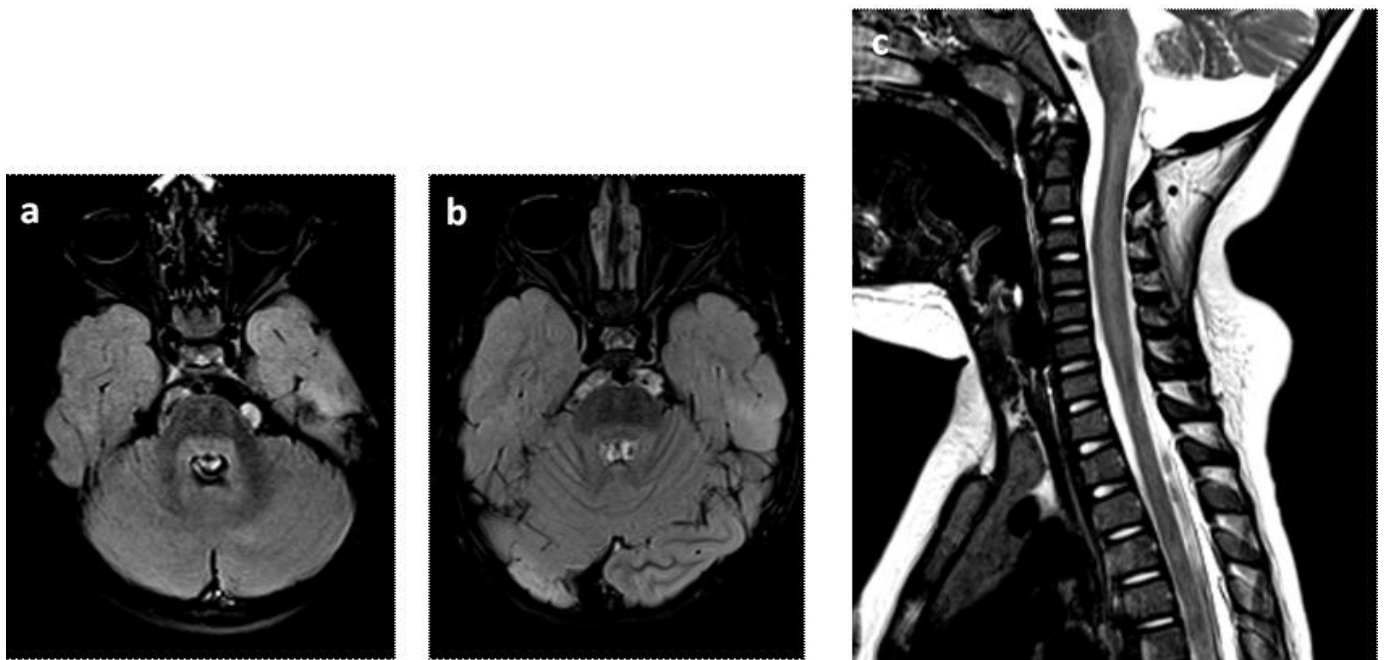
La seqüència axial FLAIR de la pacient (a) mostra un focus d'hiperintensitat desproporcionada al voltant del IV ventricle respecte a la del control (b). A la secció sagital T2 del pacient (c) s'objectiva el cordó medul·lar cervical lleument tumefacte i amb hiperintensitat central patològica.
